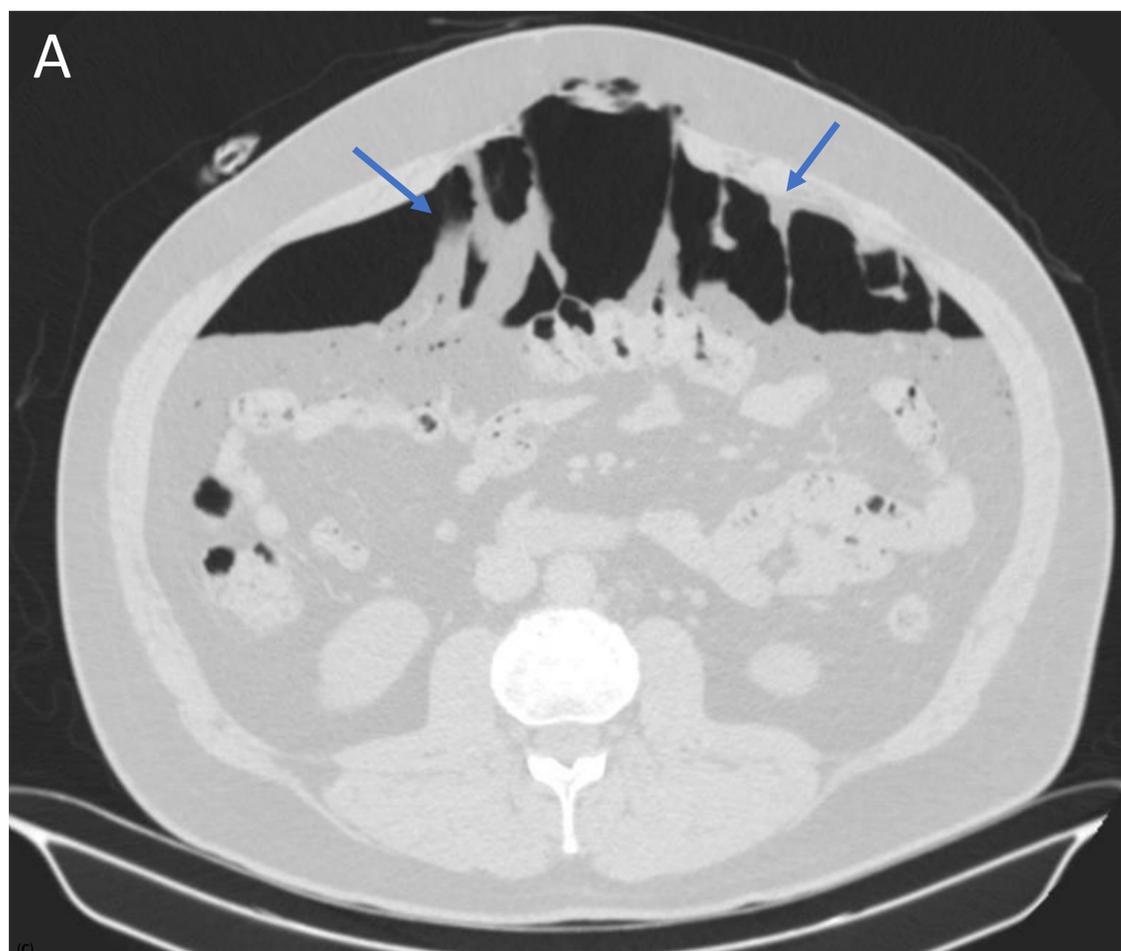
Cortes axial (A), sagital (B) y coronal (C) en ventana de pulmón de la TC del neumoperitoneo. Se observa abundante neumoperitoneo en localización anterior en la cavidad abdominal (asteriscos), con presencia de múltiples tractos lineales que se extienden desde la pared abdominal anterior hacia el contenido desplazado posteriormente, en relación con bridas/adherencias (flechas finas)
